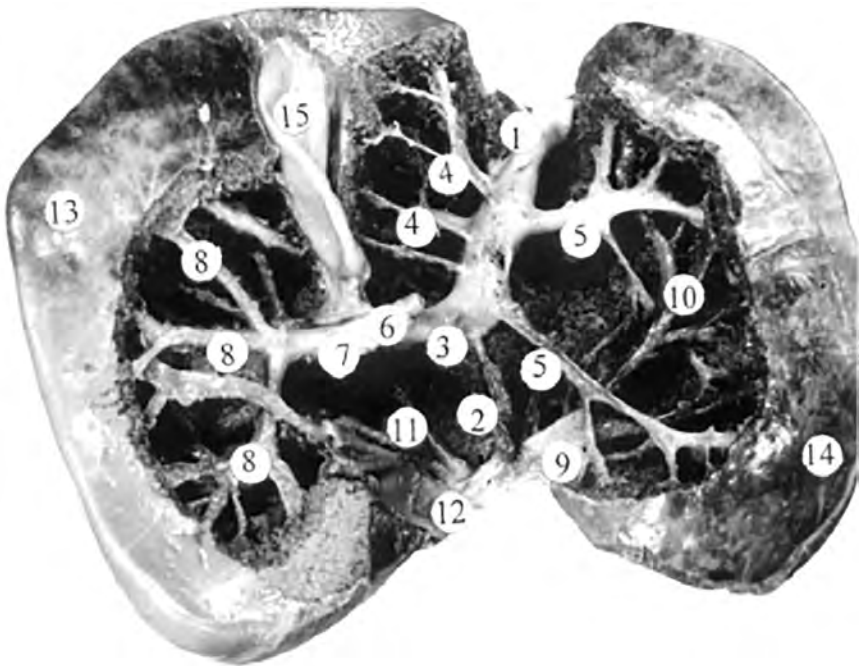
Венозні судини печінки плода 300,0 мм ТПД (вигляд ззаду). Рентгенограма. Зб. x1,5; 1 – пупкова вена; 2 – венозна порожниста вена; 3 – нижня порожниста вена; 4 – венозна протока; 5 – розгалуження пупкової вени; 6 – розгалуження ворітної печінкової вени
